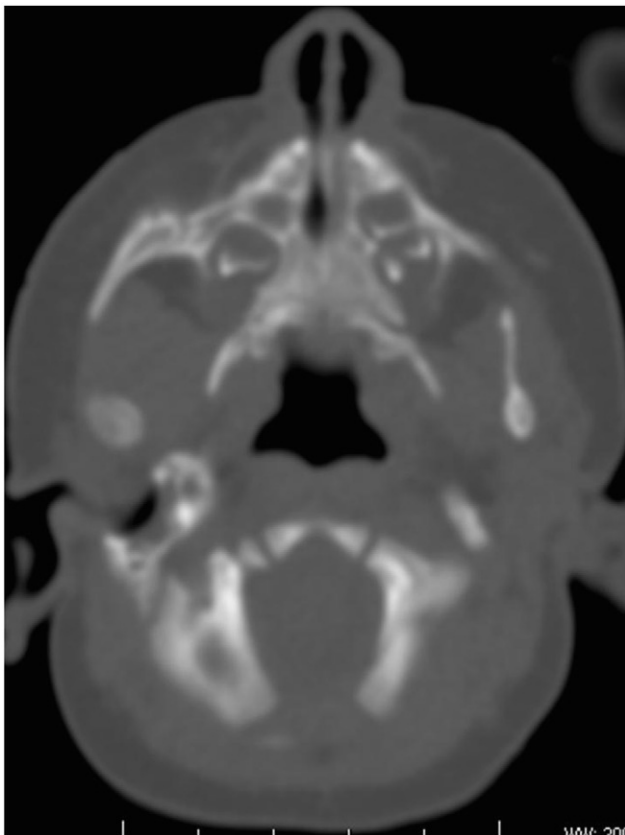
Tomografía computarizada en plano transversal que sigue al paladar duro y muestra su morfología triangular.
